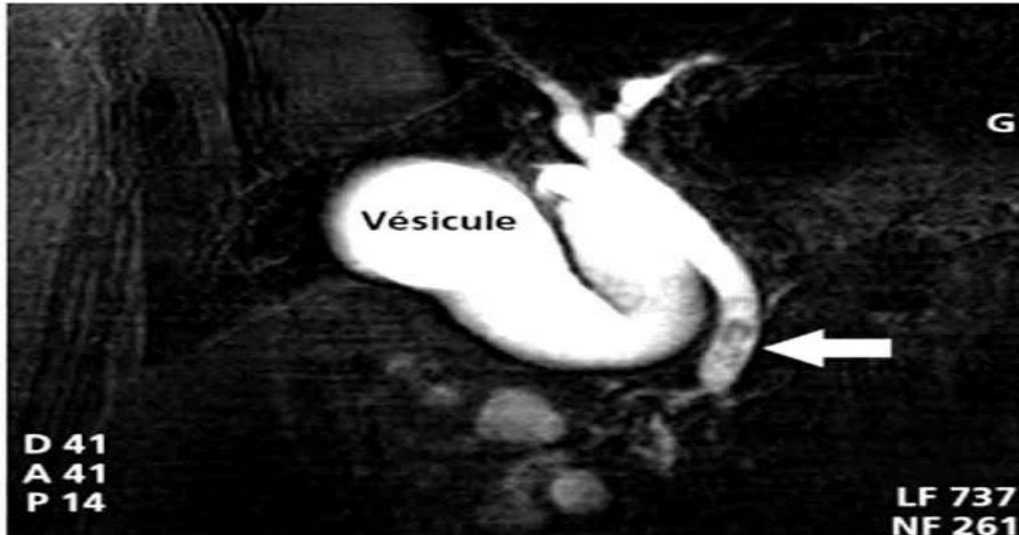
« Cholangio IRM montrant des calculs de la partie terminale de la voie biliaire principale. »
